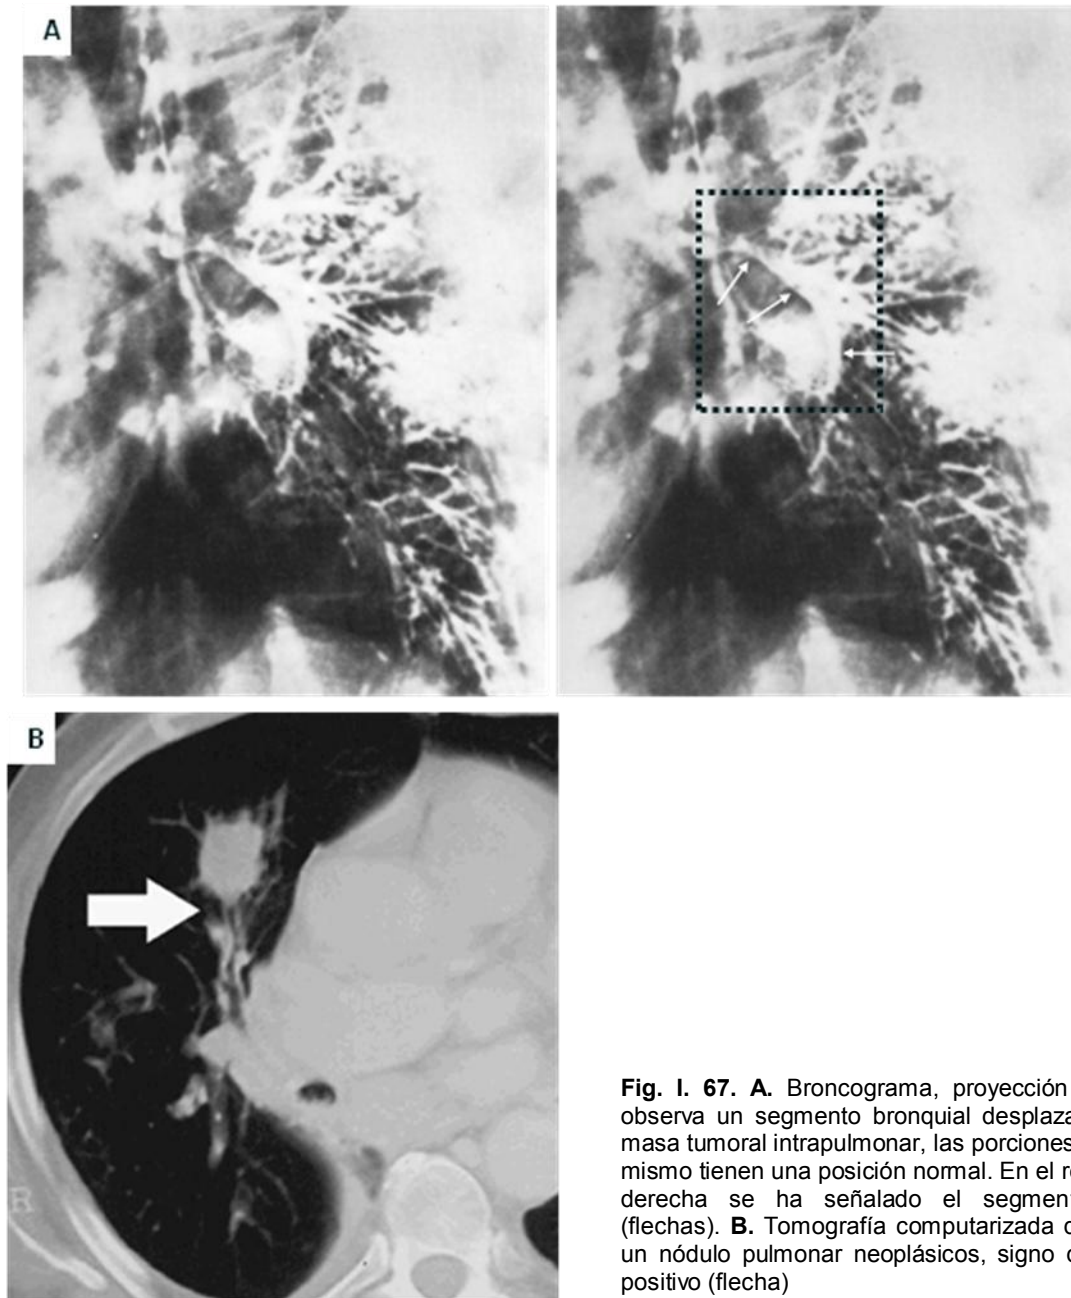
67. A. Broncograma, proyección oblicua, se observa un segmento bronquial desplazado por una masa tumoral intrapulmonar, las porciones distales del mismo tienen una posición normal. En el recuadro a la derecha se ha señalado el segmento afectado (flechas). B. Tomografía computarizada de tórax con un nódulo pulmonar neoplásico, signo del bronquio positivo (flecha)
